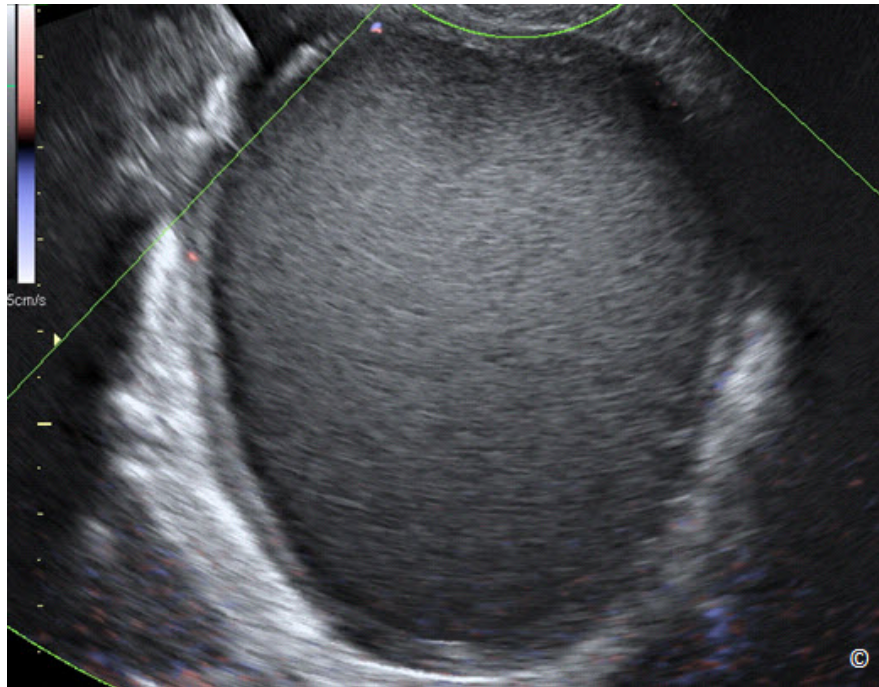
Ultrasonido transvaginal con Doppler en color de un endometrioma mostrando una masa unilocular con apariencia de vidrio esmerilado. Obsérvese la ausencia de vascularización en el contenido de la masa en en escala de baja velocidad (5 cm / seg).
